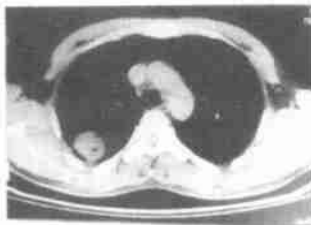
右肺下叶背段结核球 CT 像 WW 300HU, WL 50HU
